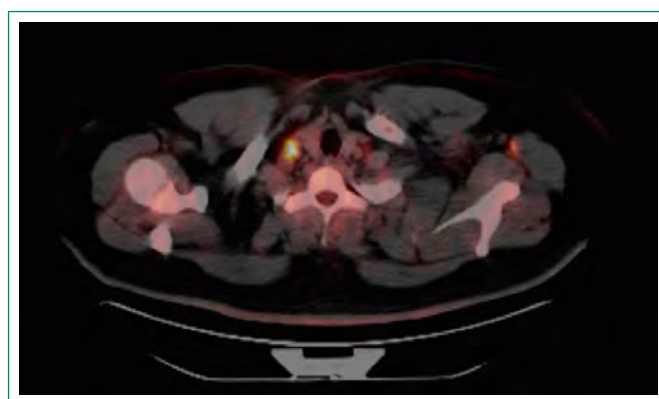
Adenopatía submaxilar y adenopatías torácicas con hipercaptación en imagen de PET-TC.
